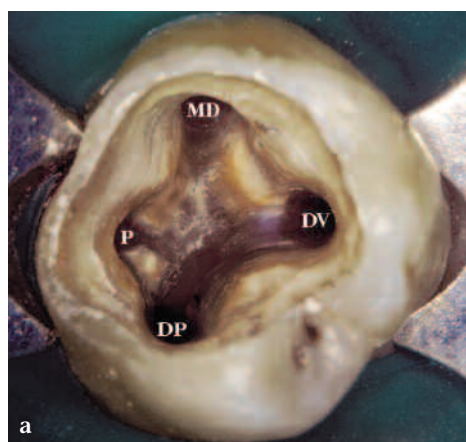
a) Cavità d'accesso di un primo molare superiore sinistro con due canali palatini in due radici distinte: P, canale palatino; MV, canale mesio-vestibolare; DV, canale disto-vestibolare; DP, canale disto-palatino. b) Radiografia post-operatoria dello stesso elemento dentale.
